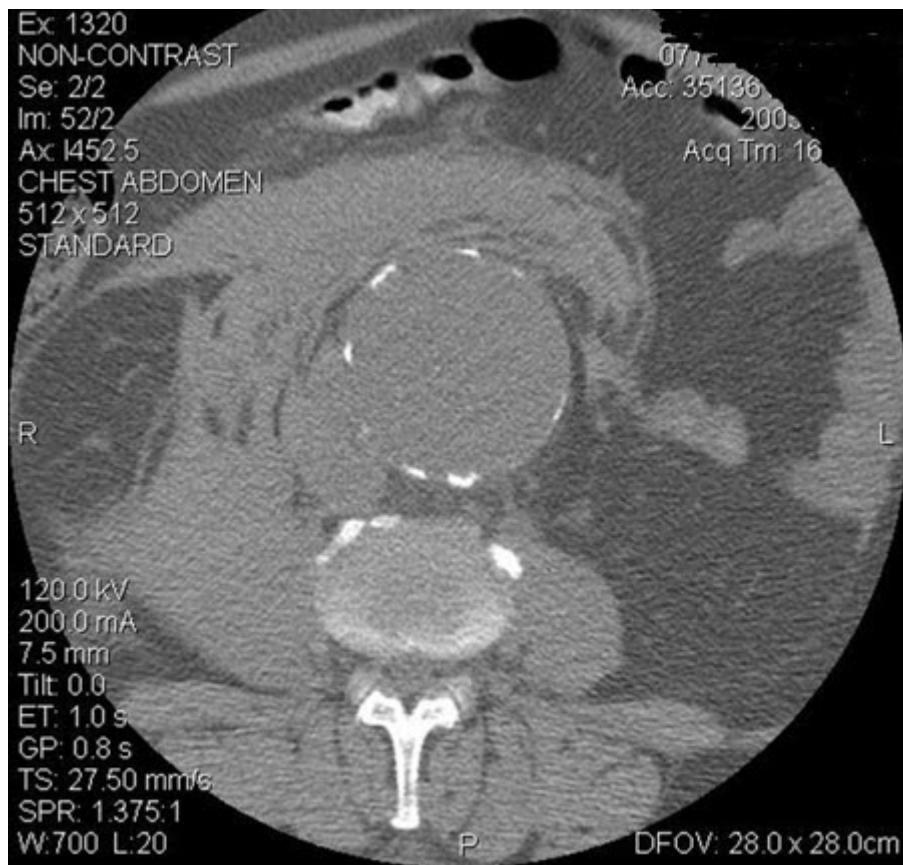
Aneurisma da aorta abdominal: tomografia computadorizada (TC) de um aneurisma da aorta abdominal roto
